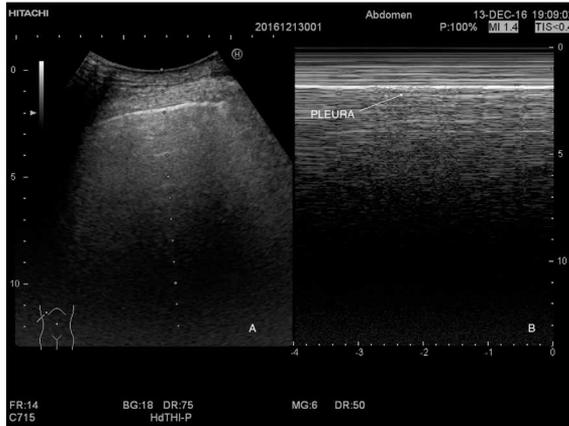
Ecografía torácica en modo B (A) y modo M (B).
